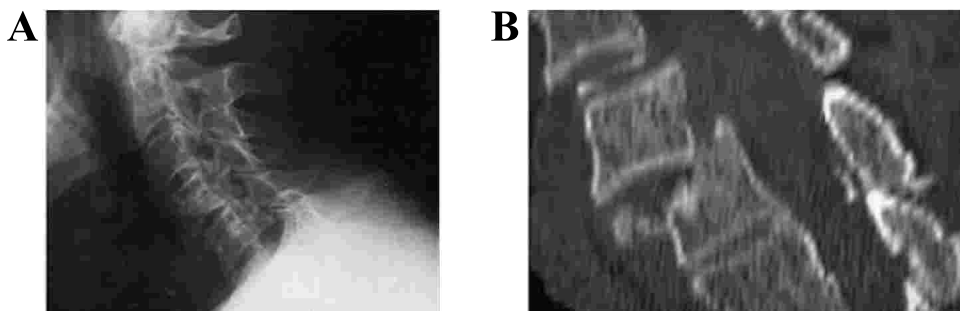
Fractura que compromete C7, que no es vista en Rx debido a la superposición de Hombros (panel A). La fractura es claramente visualizada con TC (panel B).
